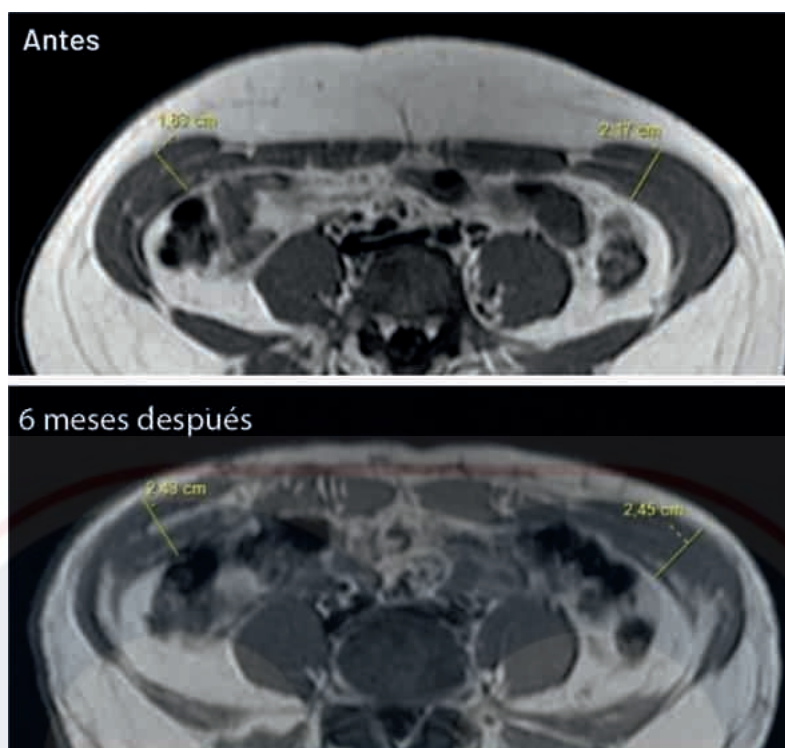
Imagen de RMN que muestra el aumento de los músculos oblicuos tras SPARTAN.
